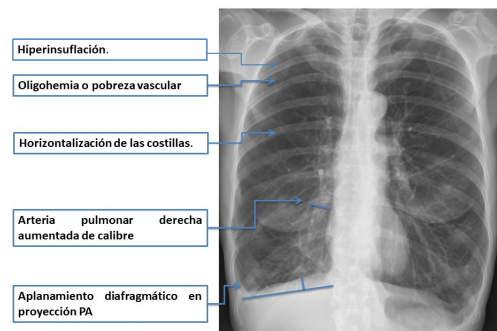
radiografía simple de tórax en proyección PA de paciente con EPOC enfisema
